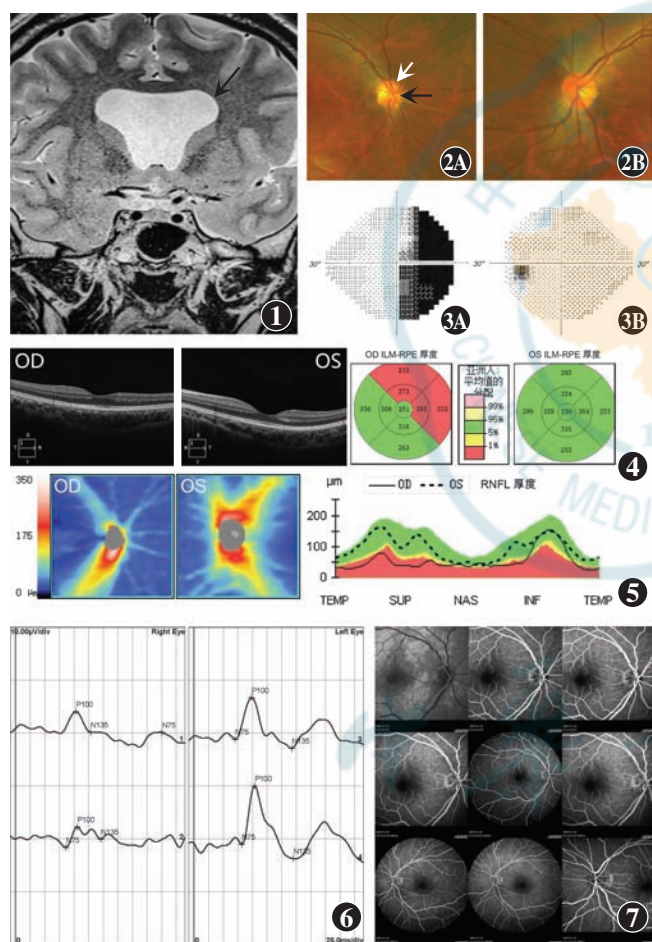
垂体 MRI 平扫+增强 透明隔缺如, 双侧侧脑室前脚呈“方盒状”, 双侧侧脑室扩张 (箭头) 图 2 彩色眼底照相 A: 右眼视盘较左眼偏小, 色灰白, 鼻侧血管可见白鞘, 鼻、颞侧及上方可见黄色外晕包绕形成双环征 (白色箭头), 正常视盘边界如黑色箭头所示 B: 左眼未见明显异常 图 3 视野检查 A: 右眼颞侧偏盲 B: 左眼正常 图 4 黄斑 OCT 双眼黄斑中心凹厚度正常, 右眼在 6 mm $\times$ 6 mm 范围内鼻侧和上方视网膜容积和平均容积厚度小于左眼 ILM: 内界膜; RPE: 视网膜色素上皮 图 5 视盘 OCT 右眼 RNFL 较左眼明显变薄 RNFL: 视网膜神经纤维层 图 6 PVEP 右眼 P100 波潜伏期正常, 振幅降低, 左眼 P100 波潜伏期和振幅正常 图 7 FFA 右眼早期视网膜动静脉充盈时间略延迟, 视盘呈低荧光, 随造影过程, 视盘颞侧可见小片状低荧光, 周围荧光着染, 未见明显异常荧光渗漏; 左眼造影期视盘颞侧缘荧光着染
